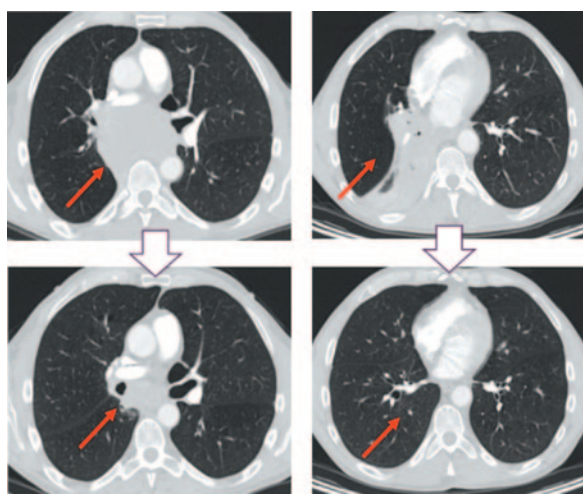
МСКТ до начала терапии (июнь 2017 г.). Центральный рак правого легкого с поражением правого нижнезонального бронха с переходом на среднедолевой, главный бронхи. Метастазы во внутригрудных лимфоузлах, нельзя исключить переход процесса на область бифуркации трахеи, правую легочную артерию. Неорганные узловые образования в брюшной полости – канцероматоз брюшины.
